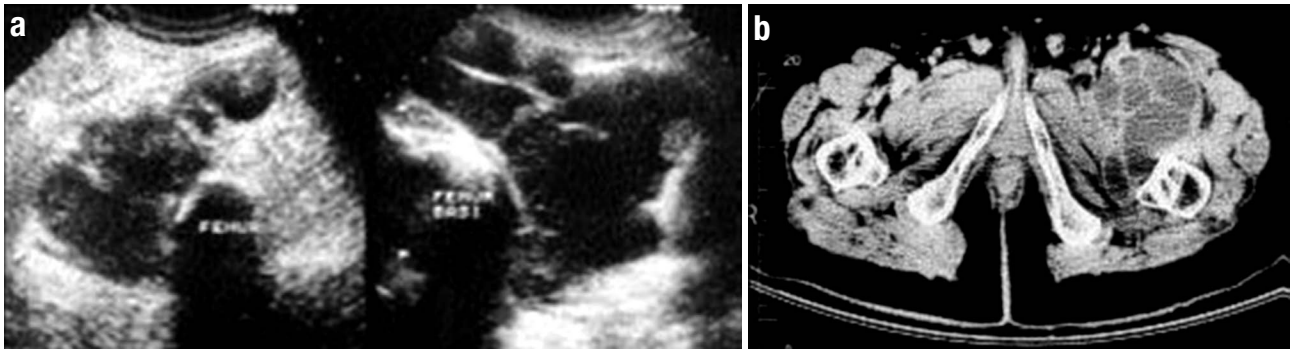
(a) Transverse and sagittal ultrasound images show multiseptated, hypochoic cystic mass, (b) contrast-enhanced axial computerized tomography scan demonstrates well-defined, multiloculated cystic lesion in the left vastus lateralis muscle.
